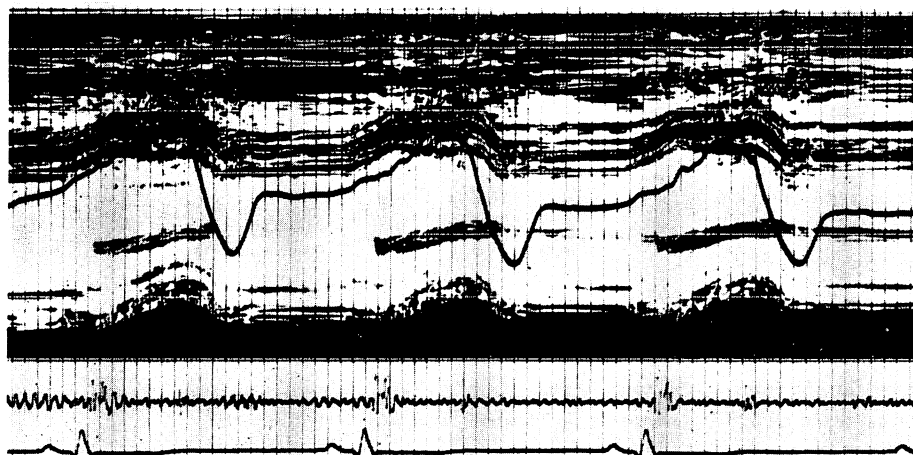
Simultaneous recording of echocardiogram and jugular phlebogram from a patient with inferior wall infarction.
